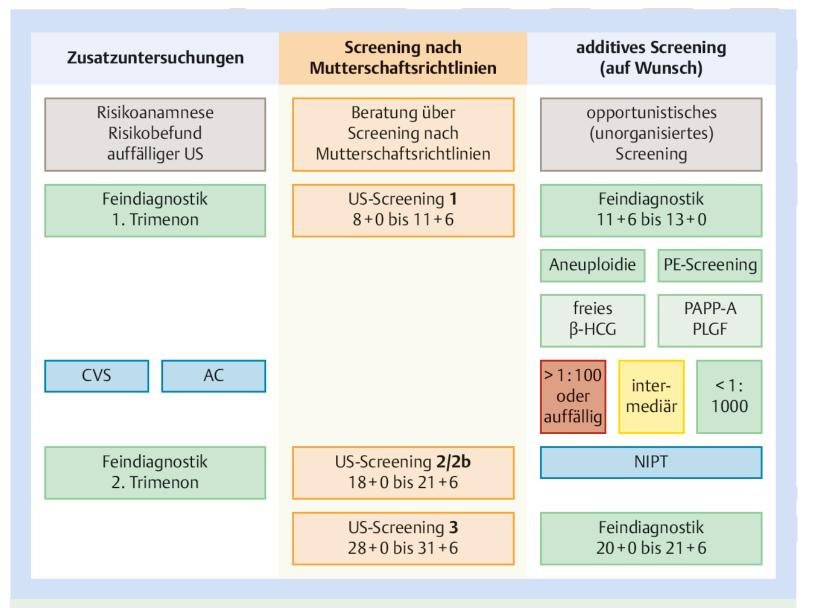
Übersicht über sonografische Untersuchungen, genetisches Screening und diagnostische Punktionen im 1. und 2./3. Trimenon. AC: Amniozentese, CVS: Chorionzottenbiopsie, NIPT: Nicht invasiver pränataler Test, US: Ultraschall, PE-Screening: Screening auf Praeeklampsie.
